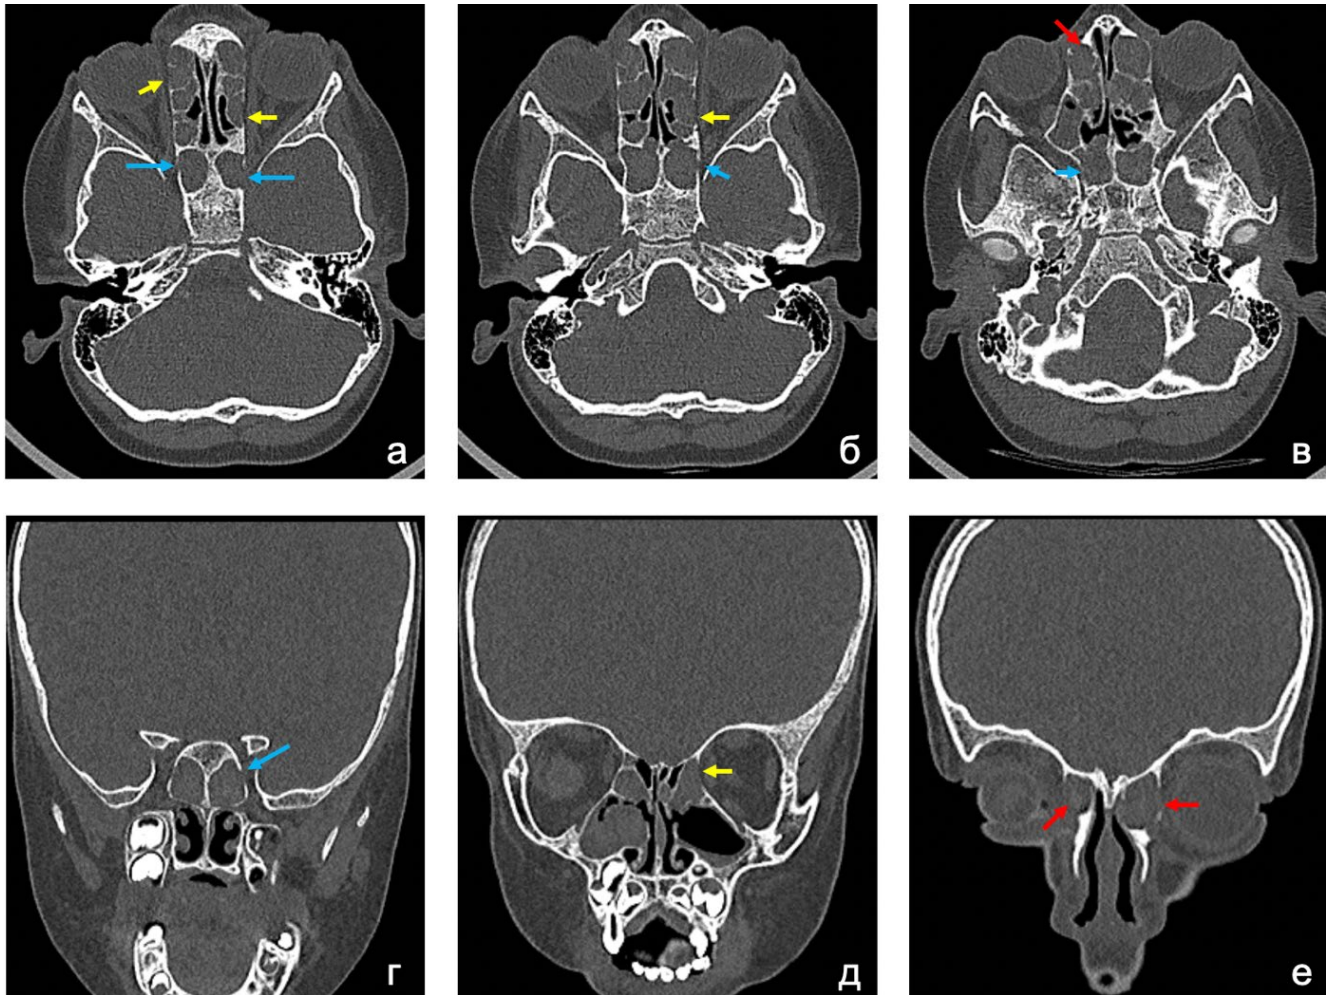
КТ-картина множественных участков деструкции/декальцинации костных стенок у пациента с МВ 5 лет (генотип: сочетание двух мутаций I класса («тяжелых»)): (а-в) – аксиальная проекция, (г-е) – коронарная проекция (голубые стрелки – деструкция/декальцинация стенок клиновидных пазух; желтые стрелки – медиальной стенки орбиты; красные стрелки – ложе слезного мешка)
